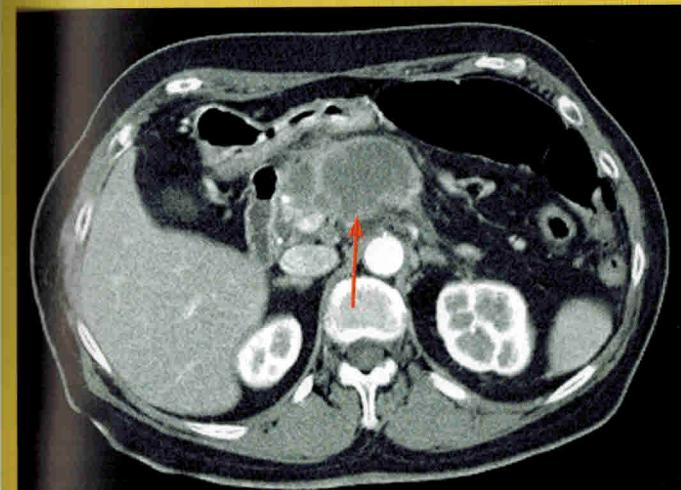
Макрокистозная цистаденома поджелудочной железы. КТ.
